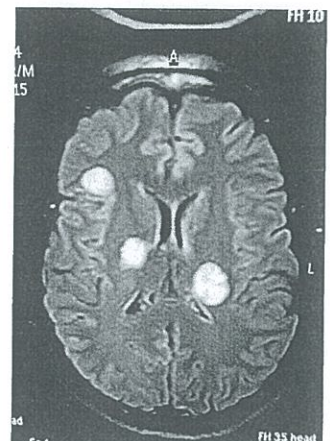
RMN de encéfalo con imágenes hipeintensas en secuencia T2 núcleos de la base, que no presentan edema ni producen efecto de masa. (HCAM)
